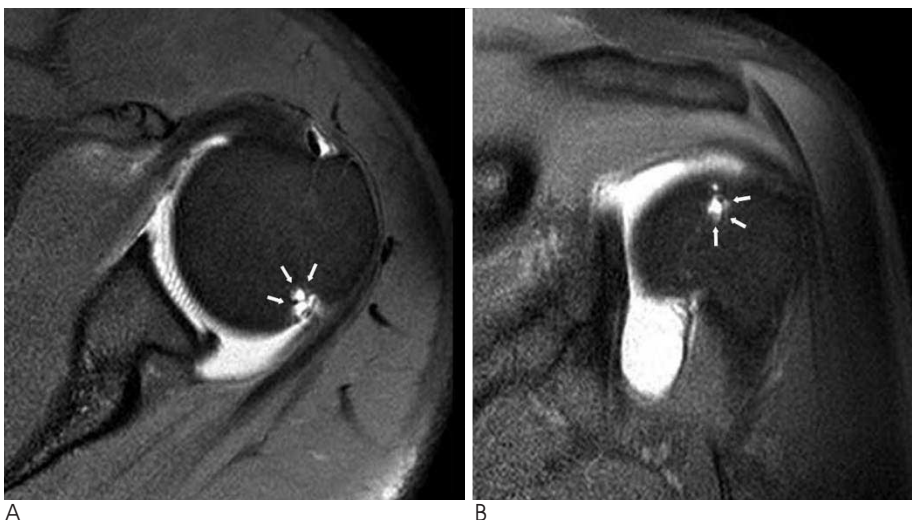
Cystic lesion at the bare area of the humeral head (P). Both fat-suppressed T1-weighted axial MRA (A) and fat-suppressed T1-weighted oblique coronal MRA (B) show cystic lesion (arrows) within the bare area of humerus.
